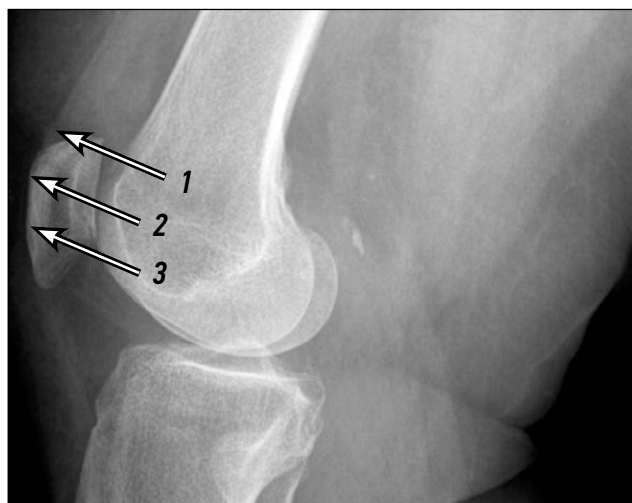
Рентгенограмма коленного сустава. Положения ультразвукового датчика при проведении исследования: 1 — датчик расположен неправильно, более проксимально; 2 — датчик расположен в правильной позиции; 3 — датчик расположен неправильно, более дистально
